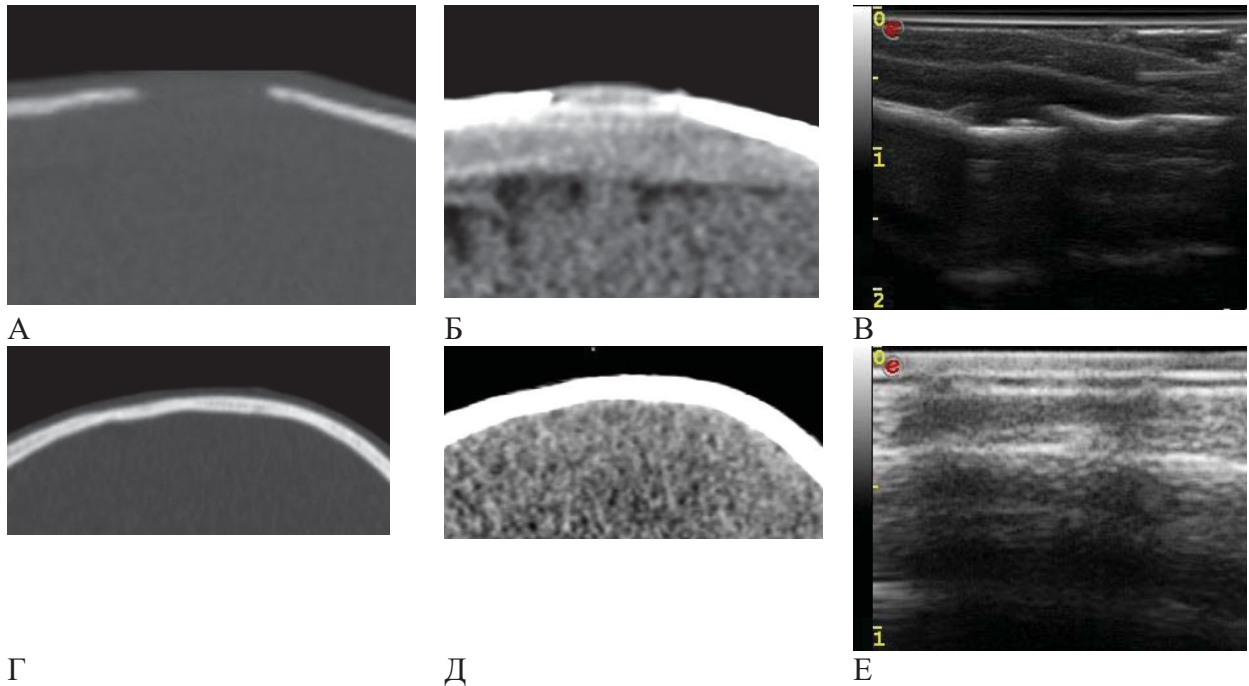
Сравнение СКТ реформатов (в костном и мягкотканном режимах) и УЗИ регенерата. Верхний ряд – по окончании периода ретенции, нижний – спустя 6 мес после удаления дистракторов. Определяются четкие края костного дефекта (А); отмечаются артефакты на границе костных и мягкотканых структур (Б); УЗ картина с краевыми артефактами (В); формирование полноценного регенерата (Г,Д); эхогенное окно не определяется. (Е)
